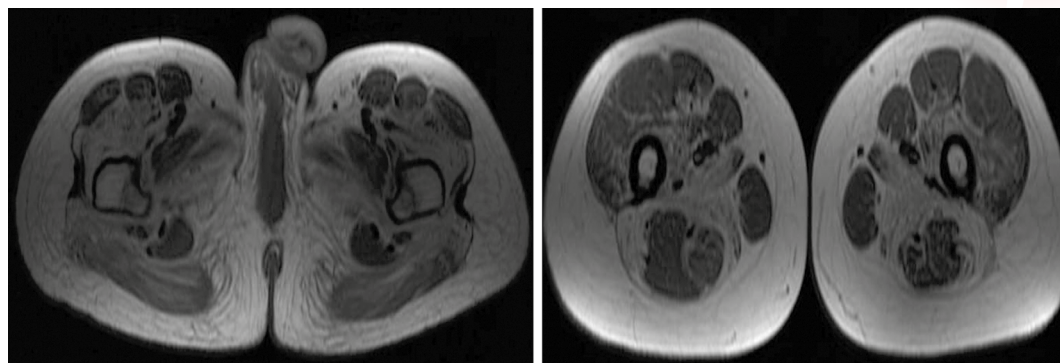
RM muscular (T1): degeneración grasa en glúteo mayor, vasto intermedio, bíceps femoral y aductor (mayor y largo) de forma bilateral.
